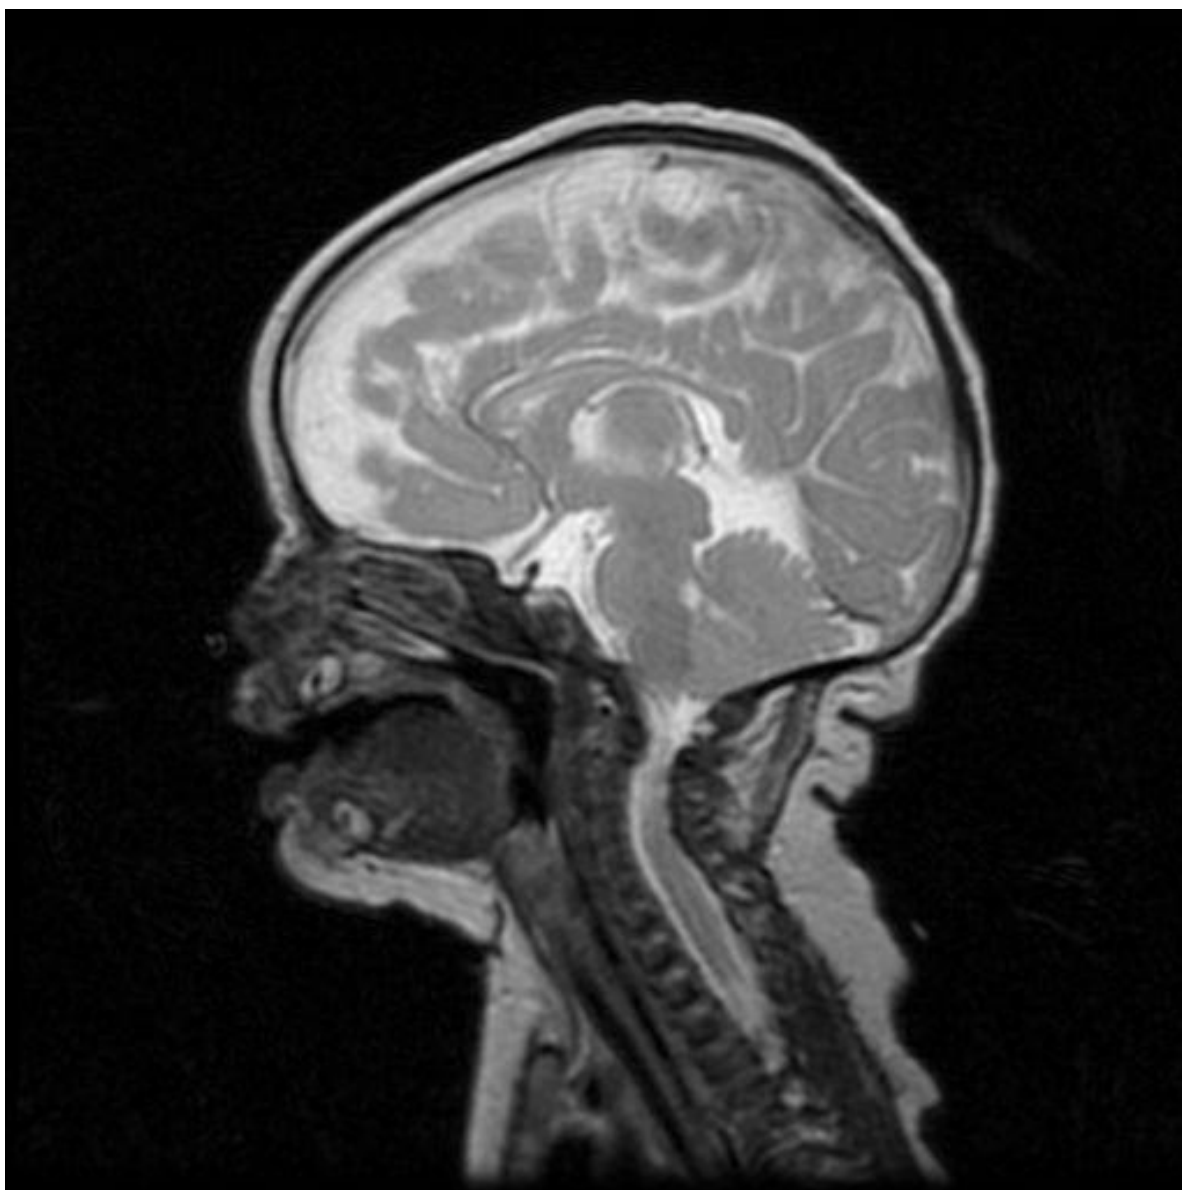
RMN caso clínico.
